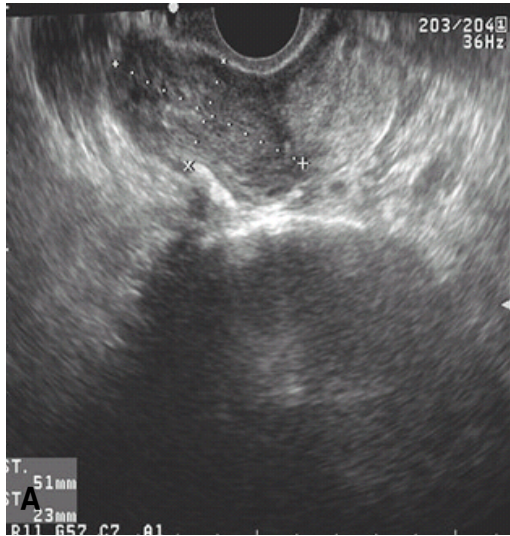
Preoperative imaging studies. (A) Ultrasonography depicting a heterogenous tubular right adnexal mass, (B) Abd-pelvic CT showing a well-enhancing mass posteriorly to the uterus.
